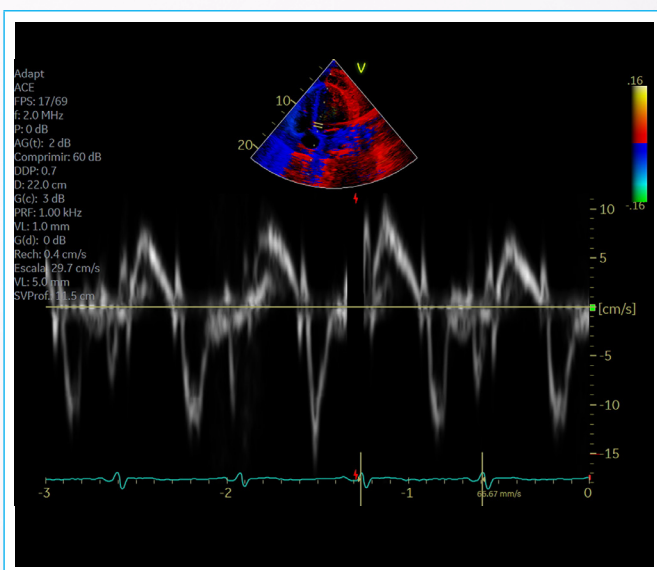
Doppler tisular del anillo mitral.
